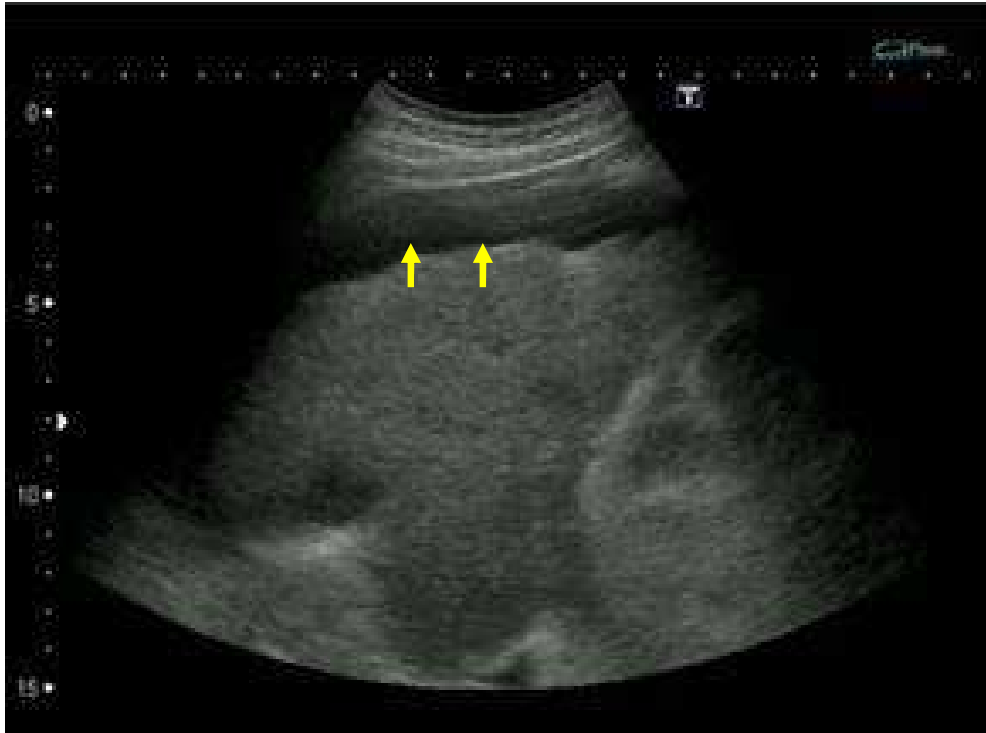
Sonographische Darstellung von Aszites (echofreie Struktur im oberen und linken Teil des Bildes)(↑)
